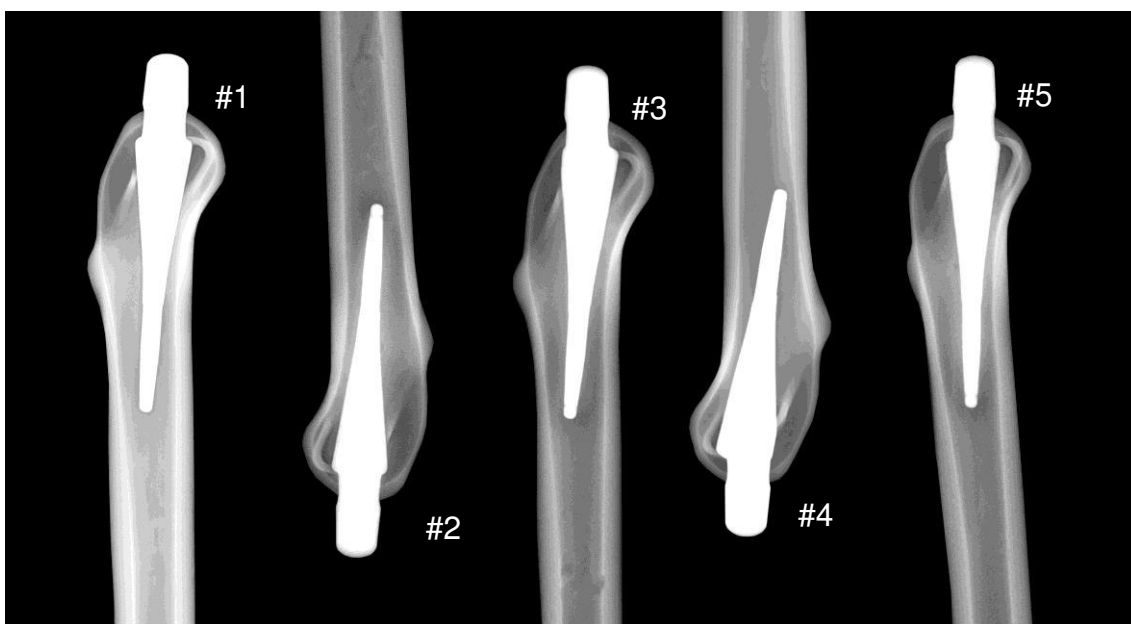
Röntgenbild des Metha-Kurzschachtsystems in ML-Ansicht bei neutraler Schaftstellung.
